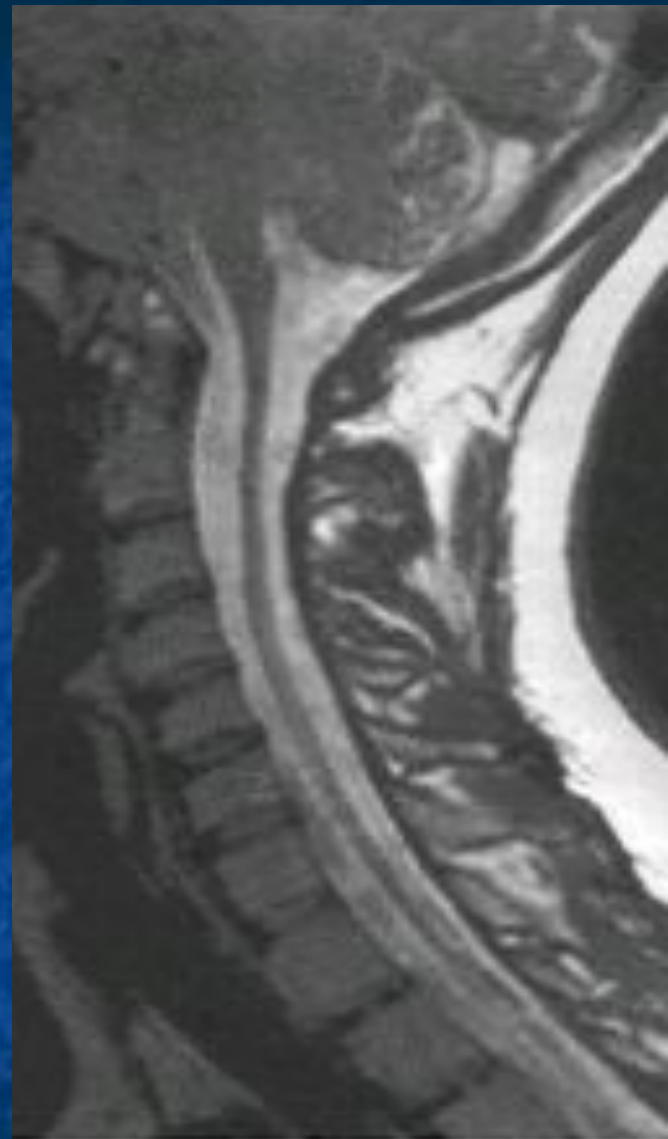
Нижняя спастическая паралич у пациента 30 л. На сагиттальных МРТ шейного и грудного отделов позвоночника в режимах T2 (а), T1 (б) и T1 с контрастным усилением (в) выявляется выраженная атрофия спинного мозга с уменьшением его диаметра до 3–4 мм, без изменений сигнала и патологического контрастирования.
